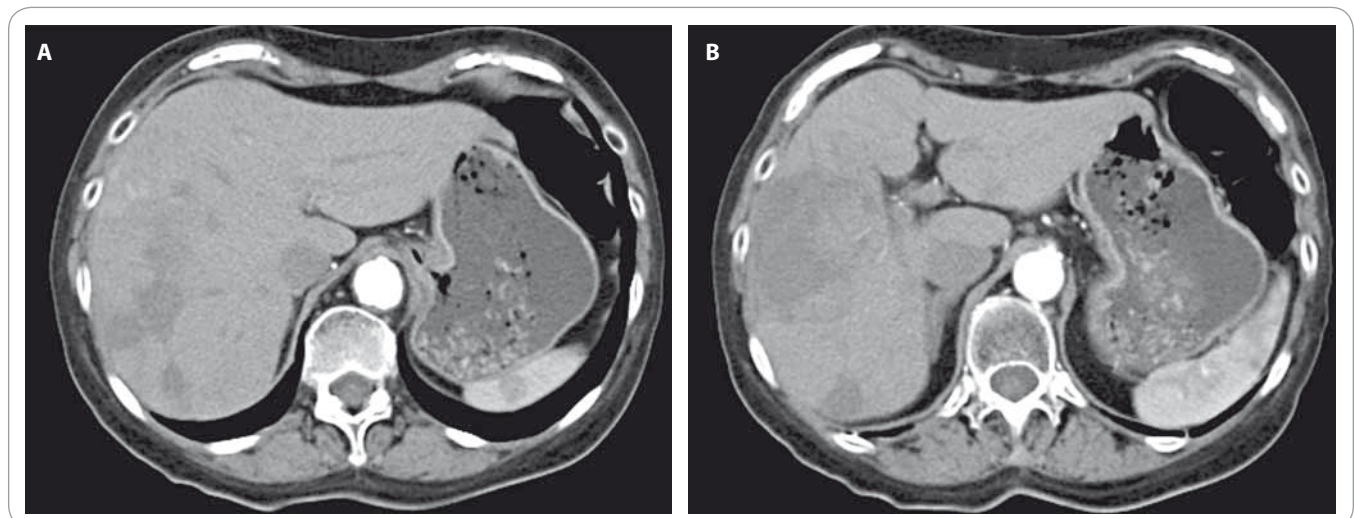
CT image prior to first TACE procedure (A) and after second TACE procedure showing partial right lobe necrosis (B).
